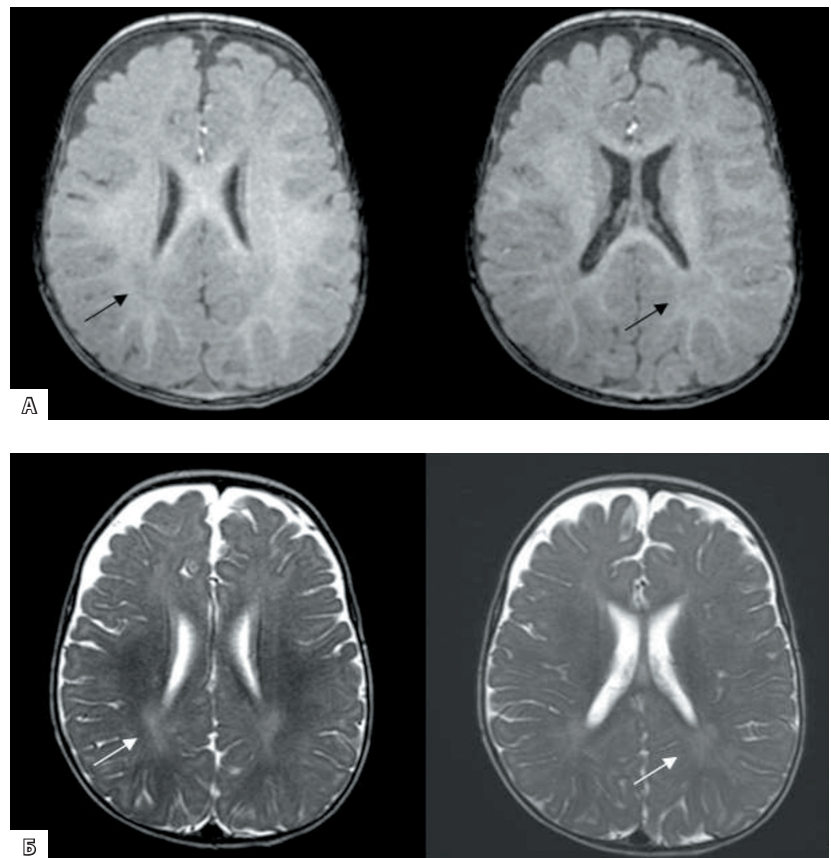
Пациент Ш., 6 месяцев. Магнитно-резонансная томография головного мозга в аксиальной плоскости: А – T1-взвешенные изображения, Б – T2-взвешенные изображения; стрелки указывают на участки замедленной миелинизации
